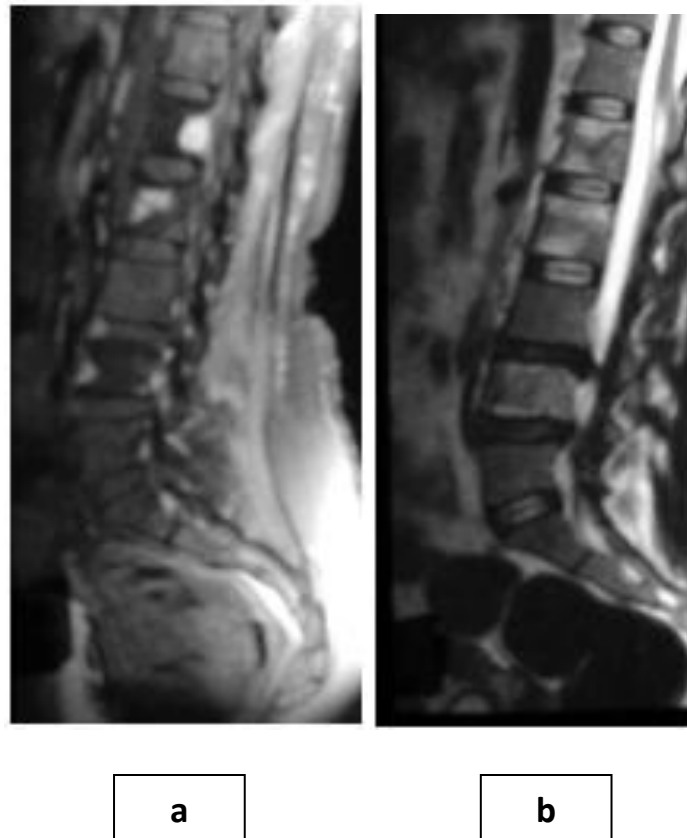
IRM rachidienne en coupe sagittale : Spondylites étagées
